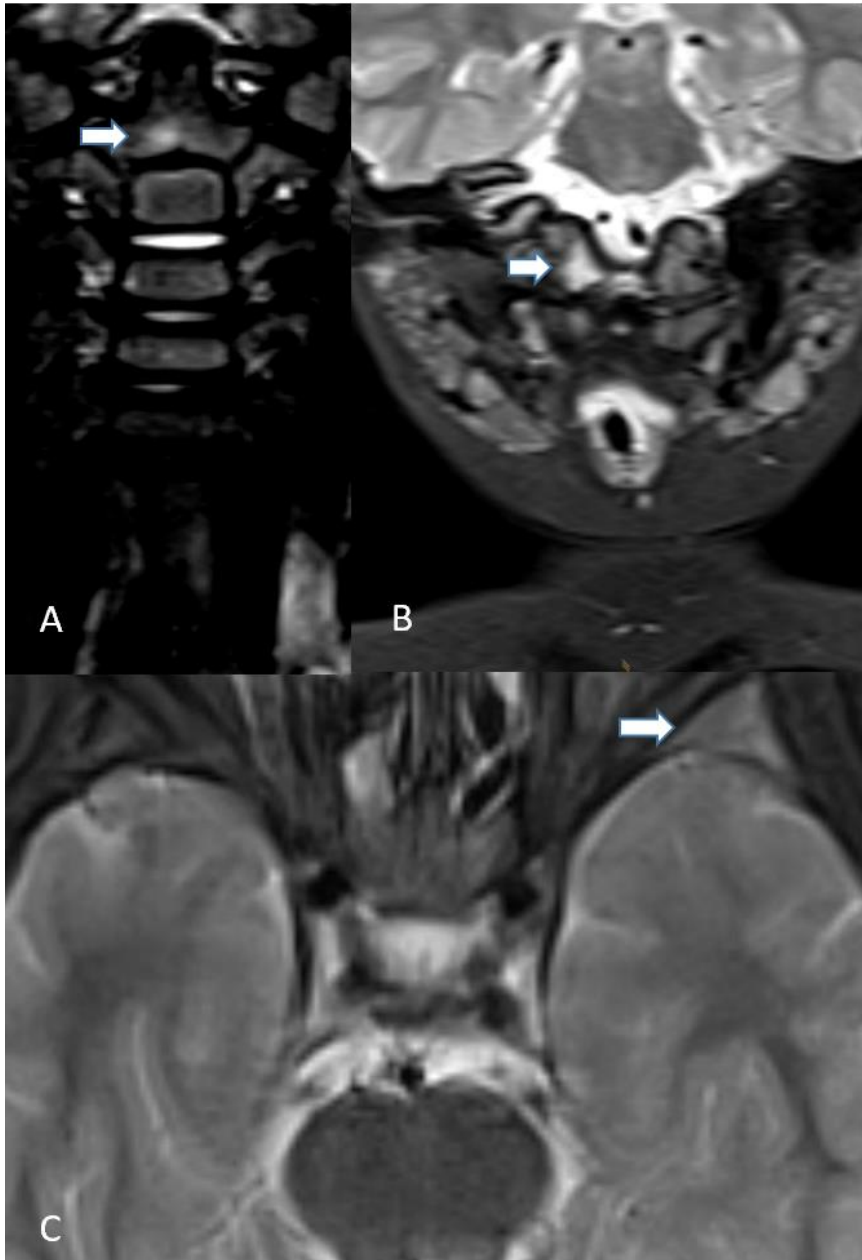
Bildbeispiele von zufällig detektierten „special site“ Läsionen in der 1. Ganzkörper-MRT in zwei unterschiedlichen Patienten:
